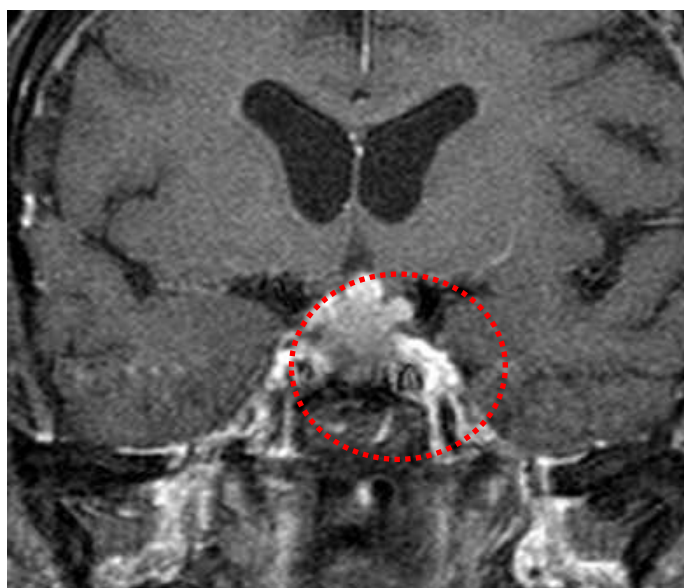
Фронтальна проекція МРТ ГМ з в/в контрастуванням: картина метастазу в гіпофіз (ураження гіпофіза, стебла гіпофіза, гіпоталамуса та поширення пухлини на верхні відділи схилю основної кістки) - верифікована гістологічно вторинна лімфома
